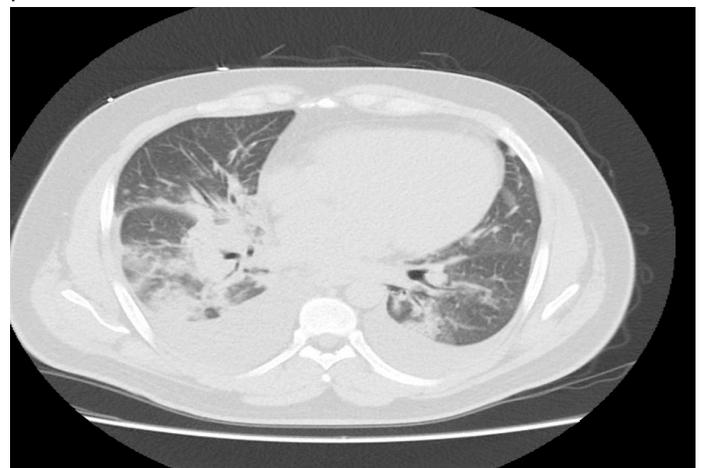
Thorax Computed Tomography (CT)
